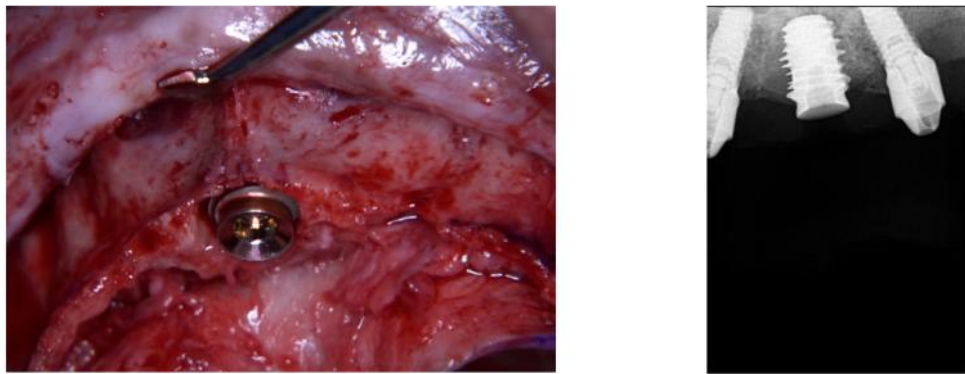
A. Posição final do implante; B. Radiografia periapical pós-imediato.
